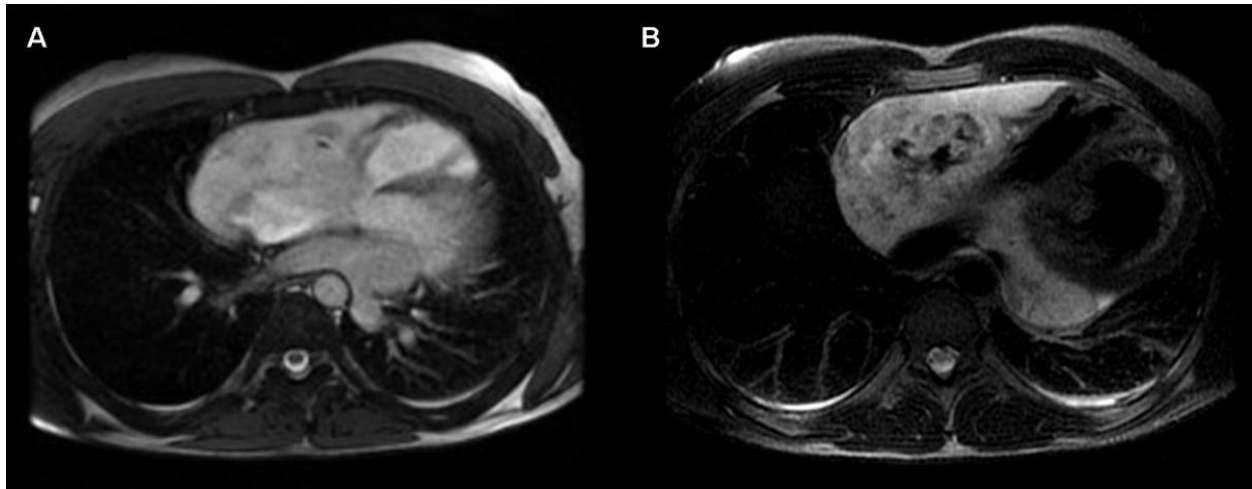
Paciente de 32 años diagnosticado de angiosarcoma cardiaco. A. Corte axial de RM en secuencia FIESTA. B. Corte axial de RM en secuencia potenciada en T2. Lesión heterogénea en secuencias potenciadas en T1, lo cual puede indicar tumor, necrosis y/o hemorragia. En las secuencias potenciadas en T2 la lesión también es heterogénea pero predominantemente hiperintensa.
